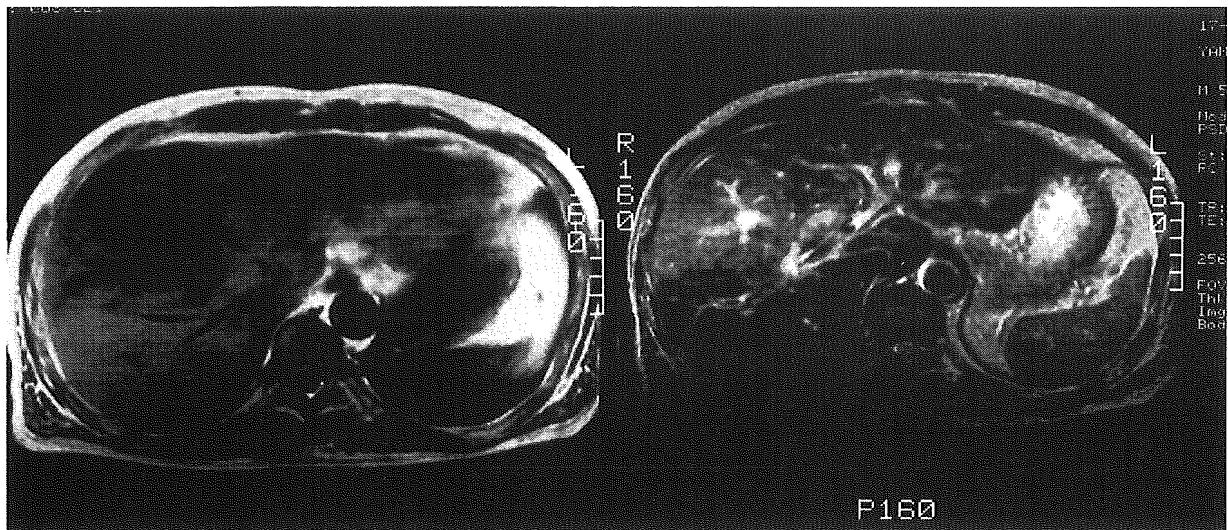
MRI 同部位にT 1 強調にてlow T 2 強調にてhighのmass lesionを認めた。
